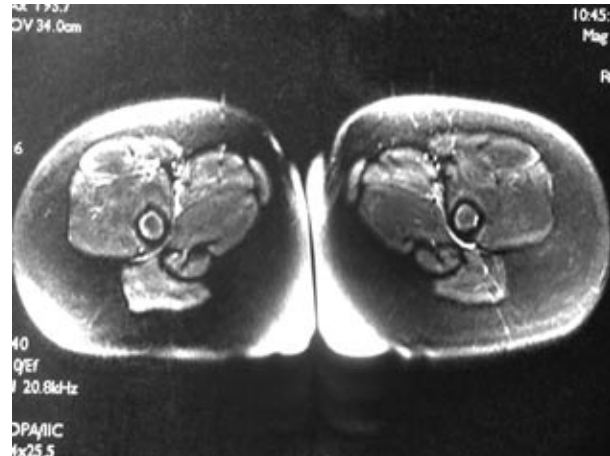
Imagen de resonancia magnética: edema a nivel de musculatura pelviana.
